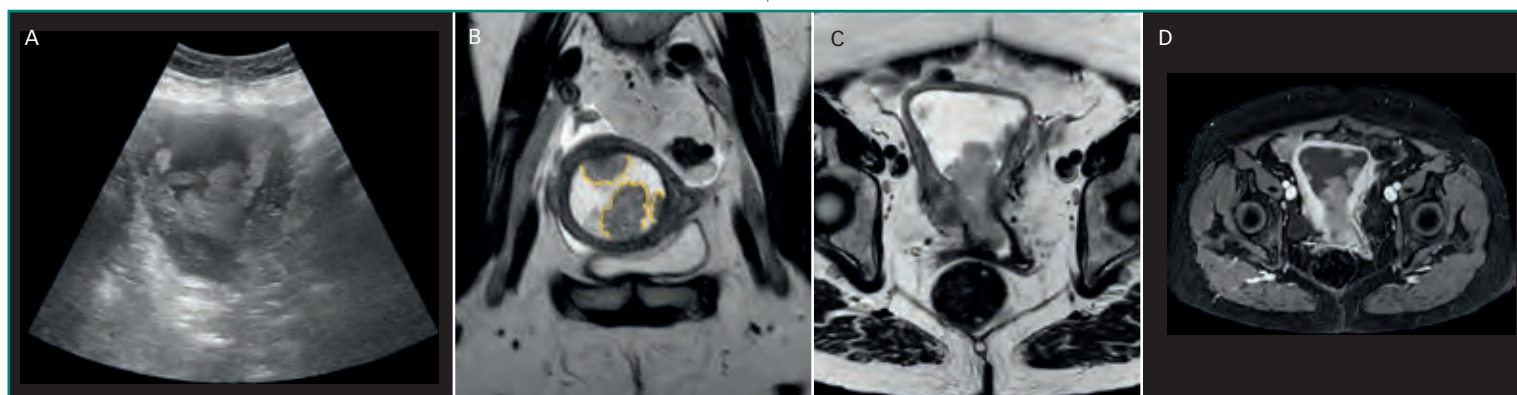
Carcinoma de endometrio: lesiones mamelonadas sólidas en la cavidad uterina con invasión del cérvix (estadio II). En los estudios de imagen se pueden observar también restos hemáticos en la cavidad uterina en ecografía (A), RM coronal (B) y RM axial potenciada en T2 (C) y T1 poscontraste (D).
